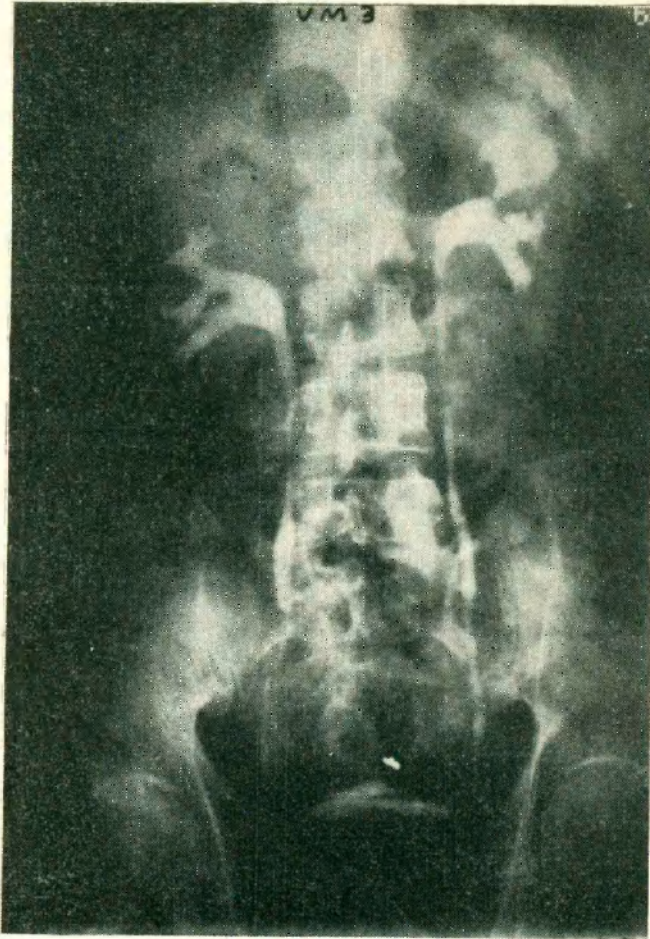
Pielografía ascendente doble. Se repite la imagen de la radiografía Nº 2 con una imagen pseudocavernosa.
